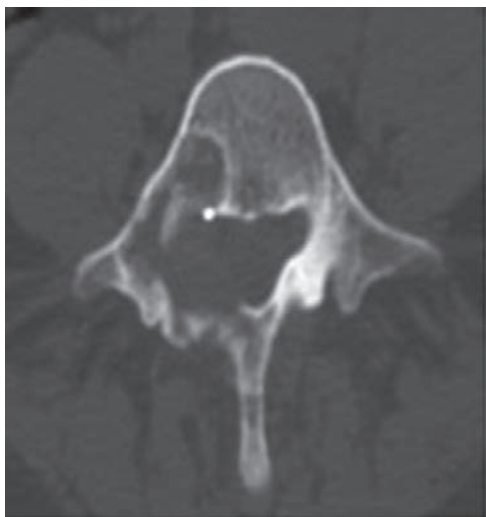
corte coronal TC tras 6 meses de tratamiento con Denosumab, en el que se observa el relleno óseo de la lesión.
